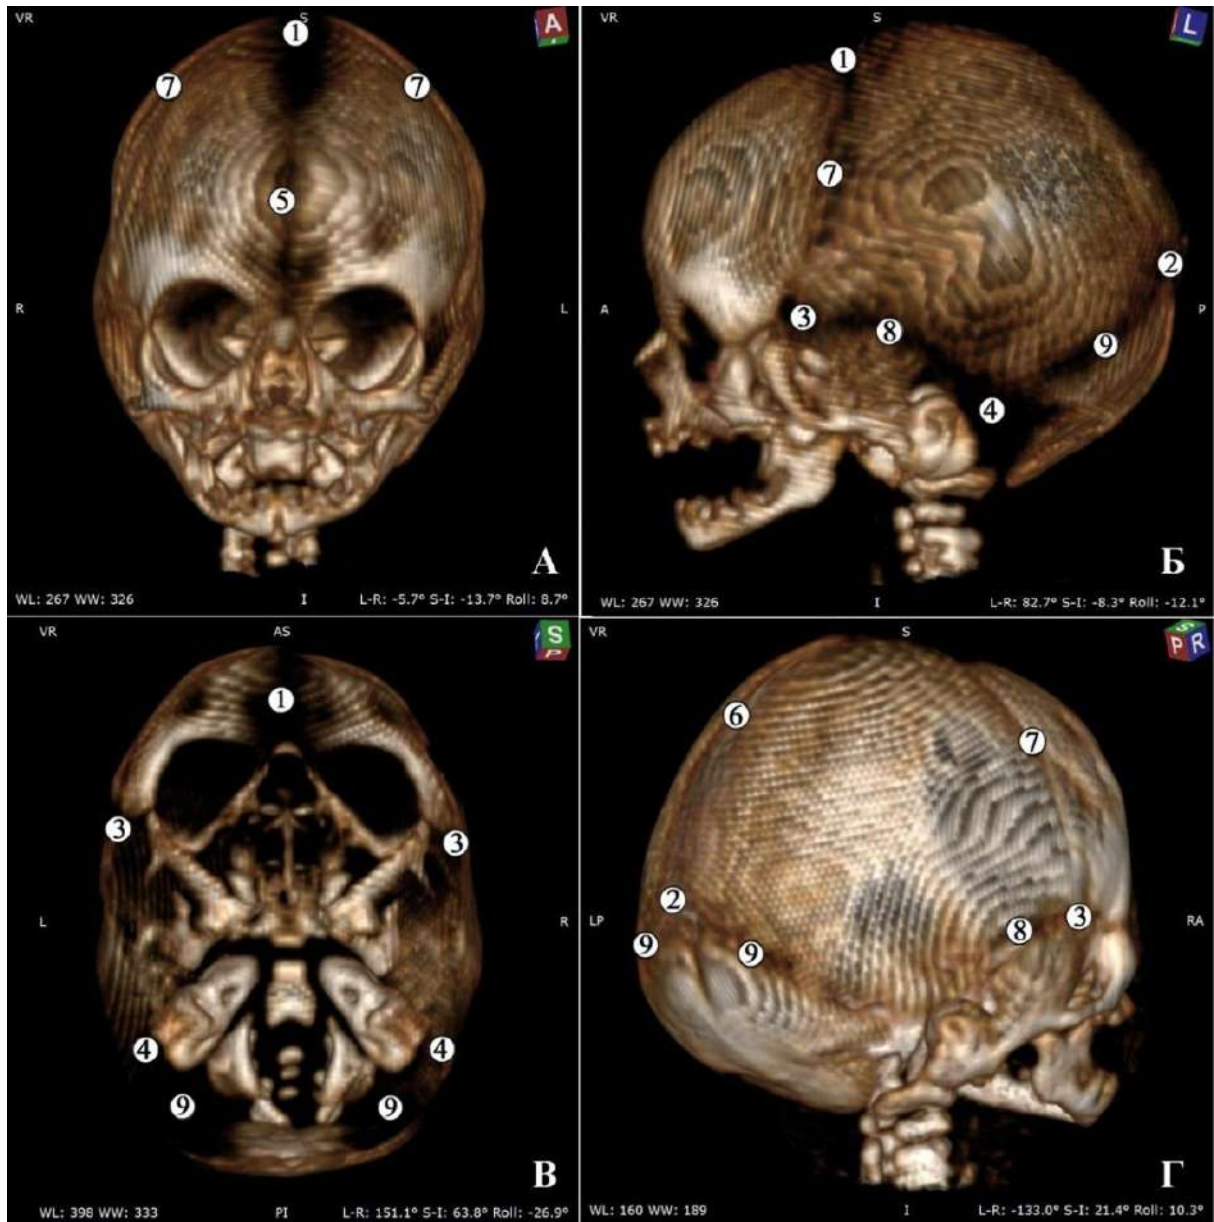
3D-реконструкція КТ 6-місячного плода людини (220,0 мм ТКД). А – передня проекція; Б – ліва бічна проекція; В – нижня проекція; Г – права задньо-бічна проекція:
